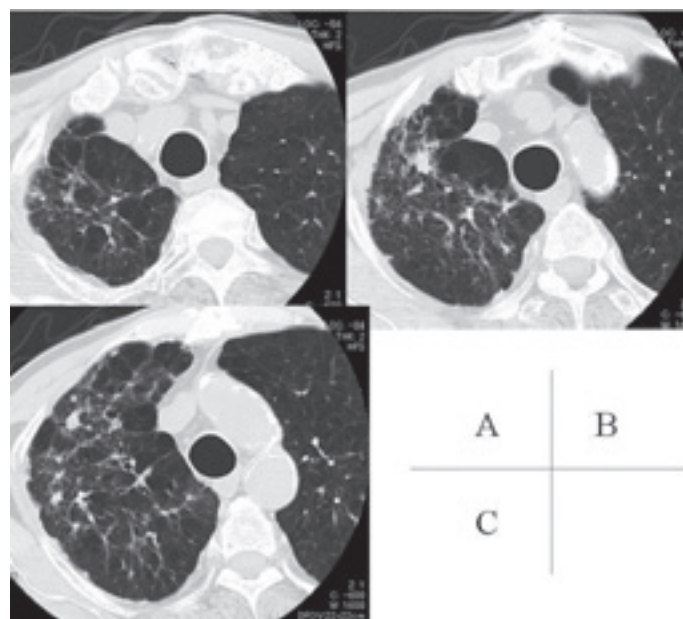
HRCT of the right upper lobe after 6 months treatment by anti-TB drugs showing an evident improvement of non-segmental consolidations.
